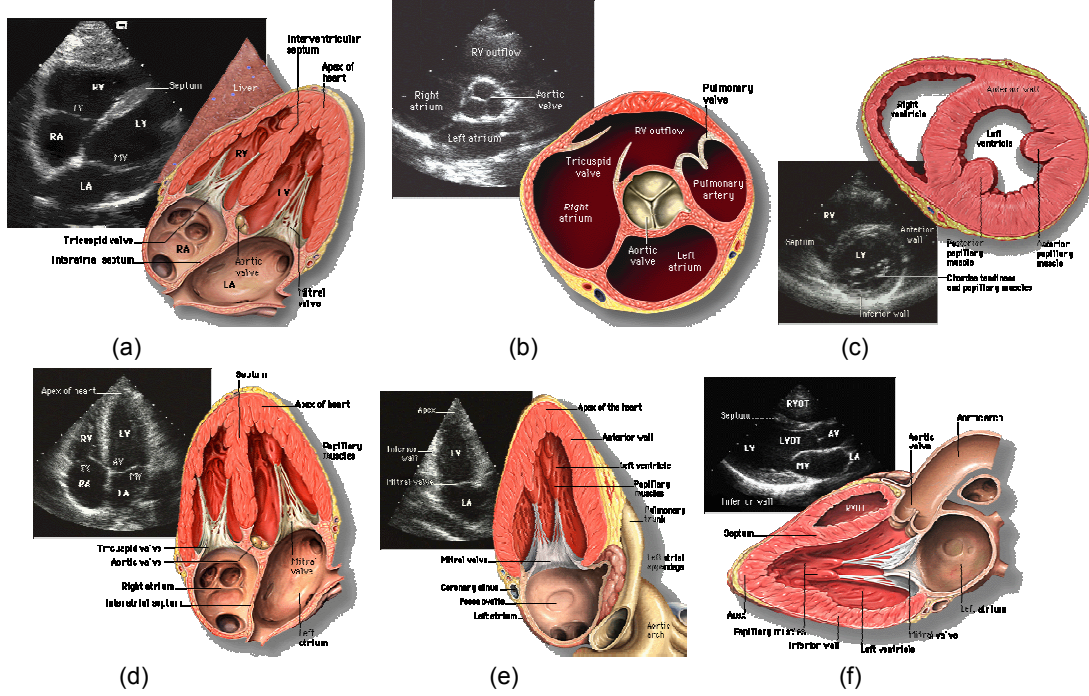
Ultrasonik Sistem ( <http://focus.ti.com> sitesinden alınıdır)
